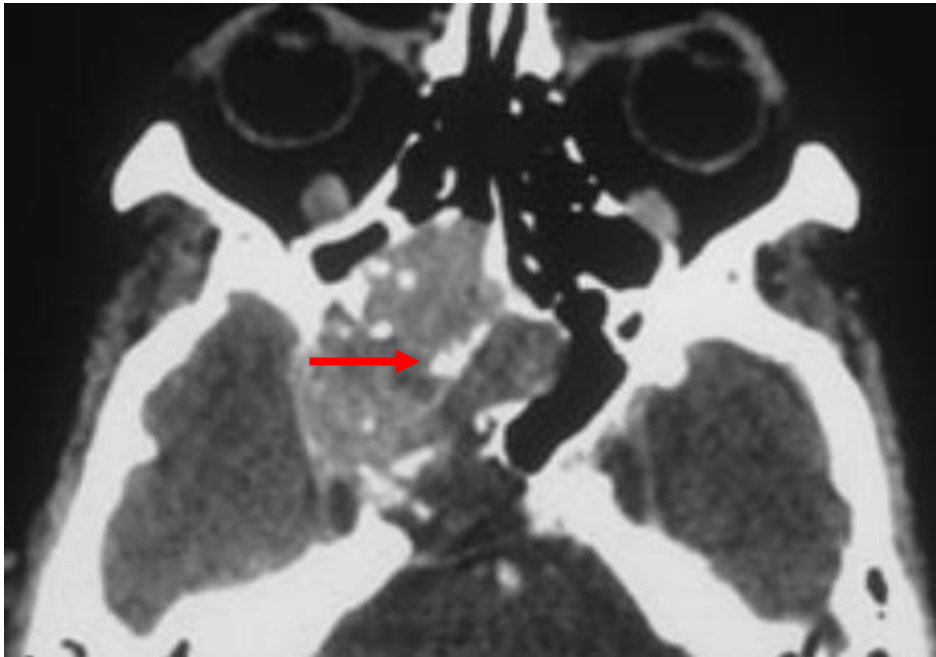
TDM injecté axiale fenêtre cérébrale, lésion bien limitée lytique (flèche rouge) touchant la région sphénoïdale et ethmoïdal postérieure droite avec des petites calcification disséminées et un rehaussement modéré de la lésion :
